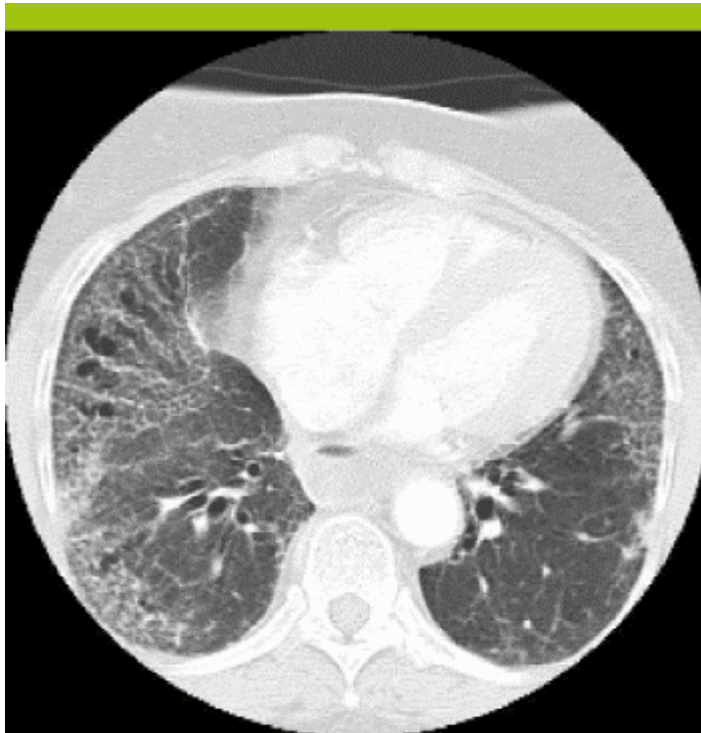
CT-scan thoracique montrant une fibrose pulmonaire avancée chez une patiente avec une SSc
